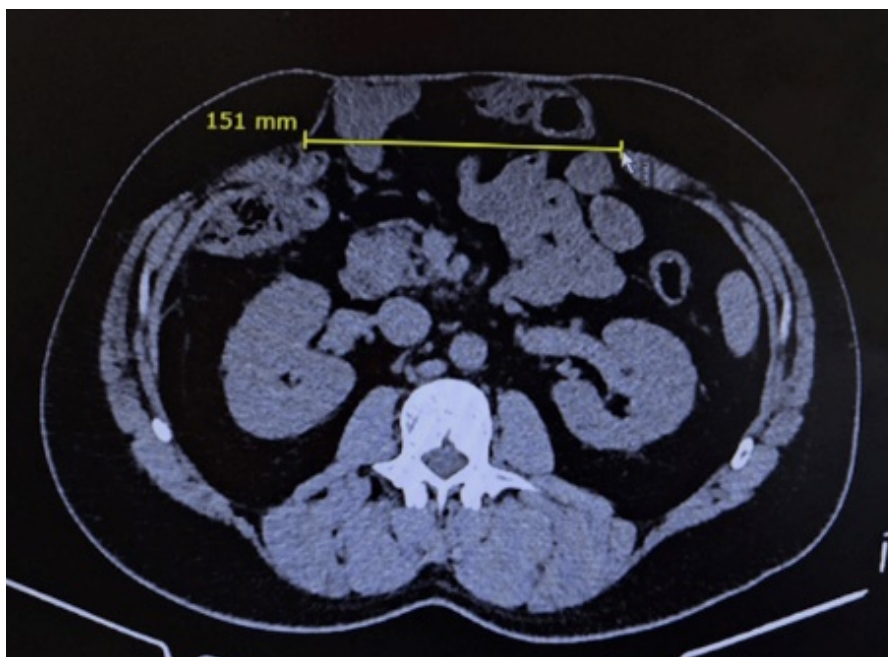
Томограмма больного А. аксиальная проекция (объяснение в тексте).
